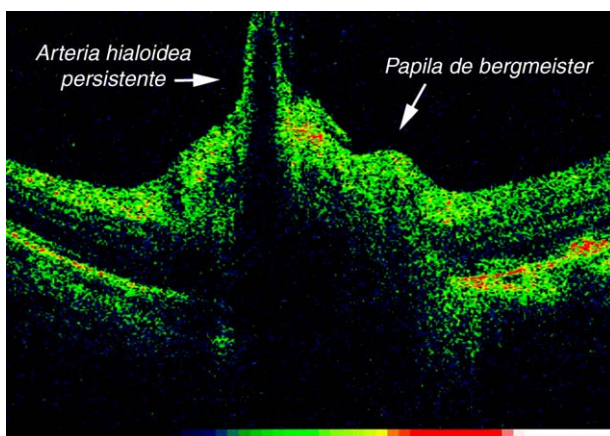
Tomografía de coherencia óptica del nervio óptico en la que se objetiva una estructura tisular elevada (papila de Bergmeister) y la forma tubular de la AHP con un interior hiporreflectivo (3D OCT-2000, Topcon Medical Systems, Oakland, USA).
